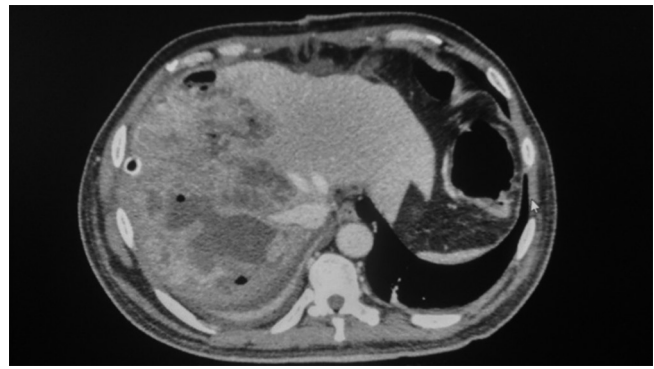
TC abdominal mostrando abscesso hepático piogênico multiloculado septado solidocístico grande em todo lobo direito em paciente diabético com sepse
